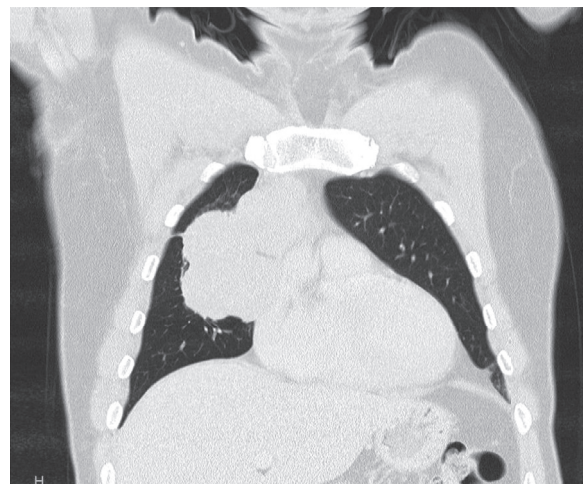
Фронтальний зріз КТ ОГП хворого Л.
